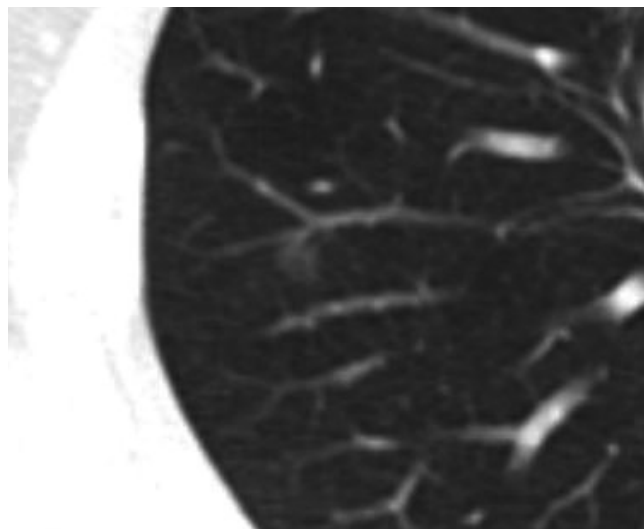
Adenocarcinoma *in situ*, non-mucinous type in a 50-year-old man. Non-contrast CT with lung setting shows a 5 mm sized pure ground-glass attenuation nodule with lobulated margin.
